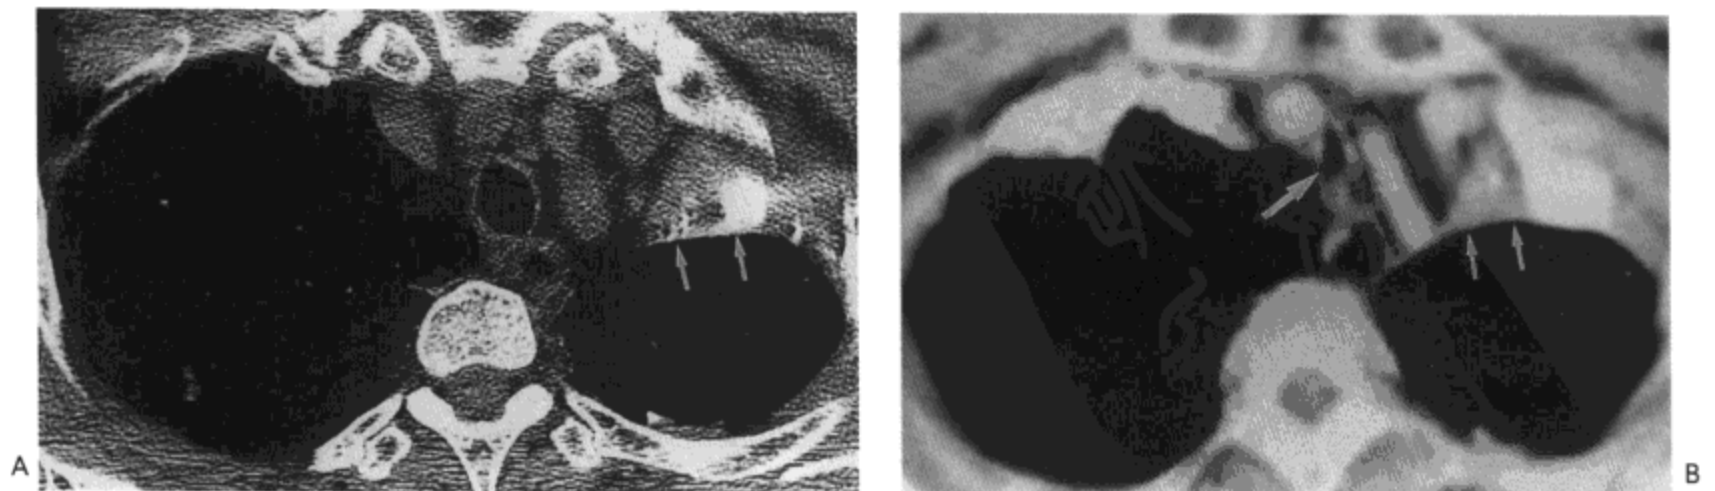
气管支气管软化症。A：胸廓入口水平吸气相高分辨率CT影像 (1mm层厚) 示正常的气管直径。注意左肺上叶不张 (箭号)。左上叶内的钙化灶可能与以前的肉芽肿性感染有关。B：与图A同一水平的呼气相CT (10mm层厚) 示气管管腔明显变窄 (大箭号)。不张的左肺上叶也很明显 (小箭号)。病人女，61岁。
